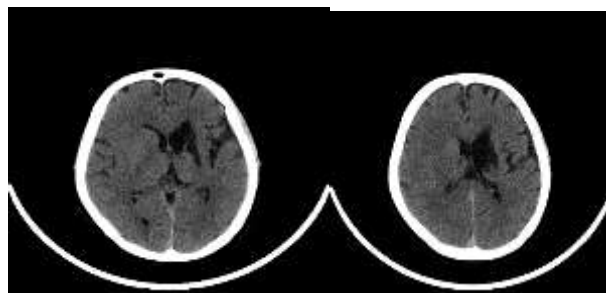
Imagini computer tomograf
